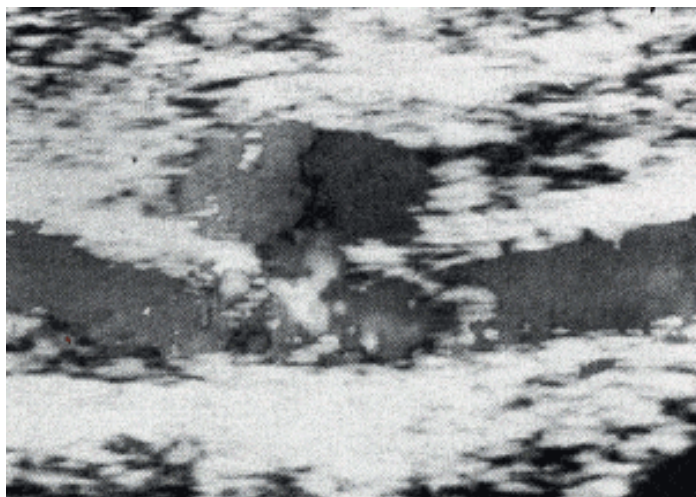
Eco-Doppler arterial: muestra pseudoaneurisma arteria braquial.
